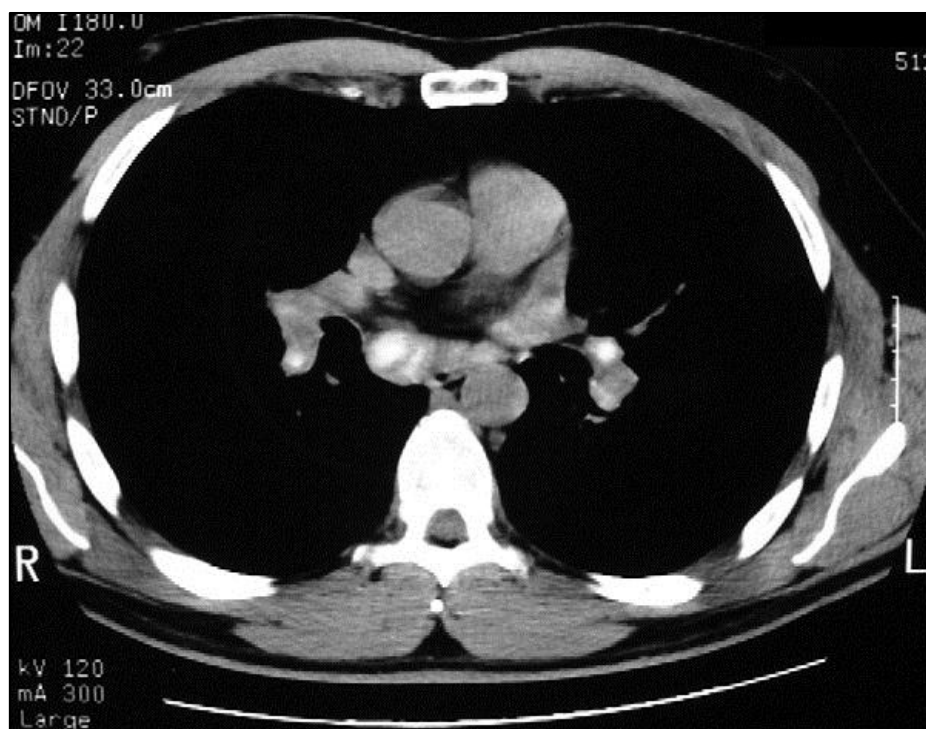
TC torácica sem contraste mostrando adenopatias bilaterais e subcarinais. As adenopatias estão parcialmente calcificadas. Retirado de *Vagal et al* (8).
